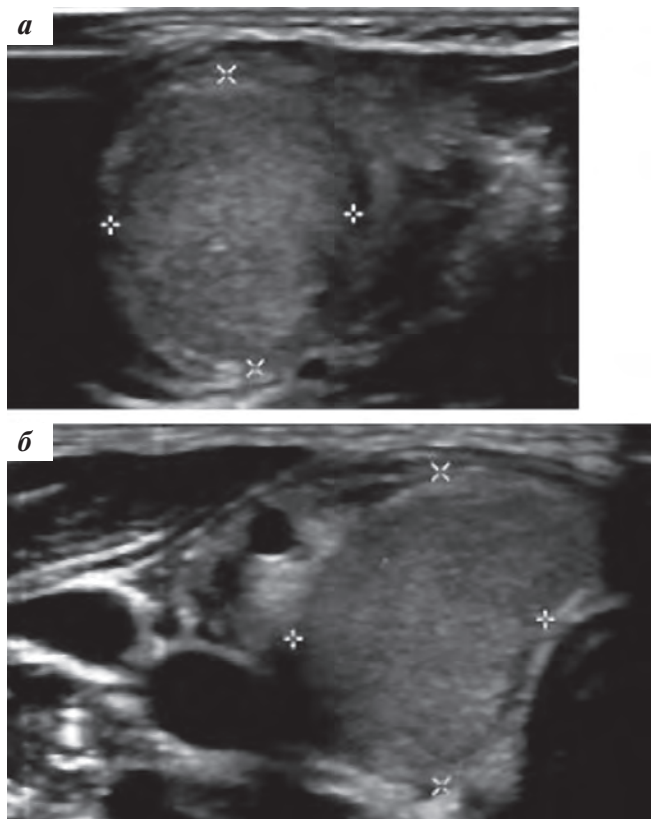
УЗИ правой доли ЩЖ, продольное (а) и поперечное (б) сканирование. Сплошной, однородный, вертикально ориентированный узел с четкими контурами, границы отмечены курсором
